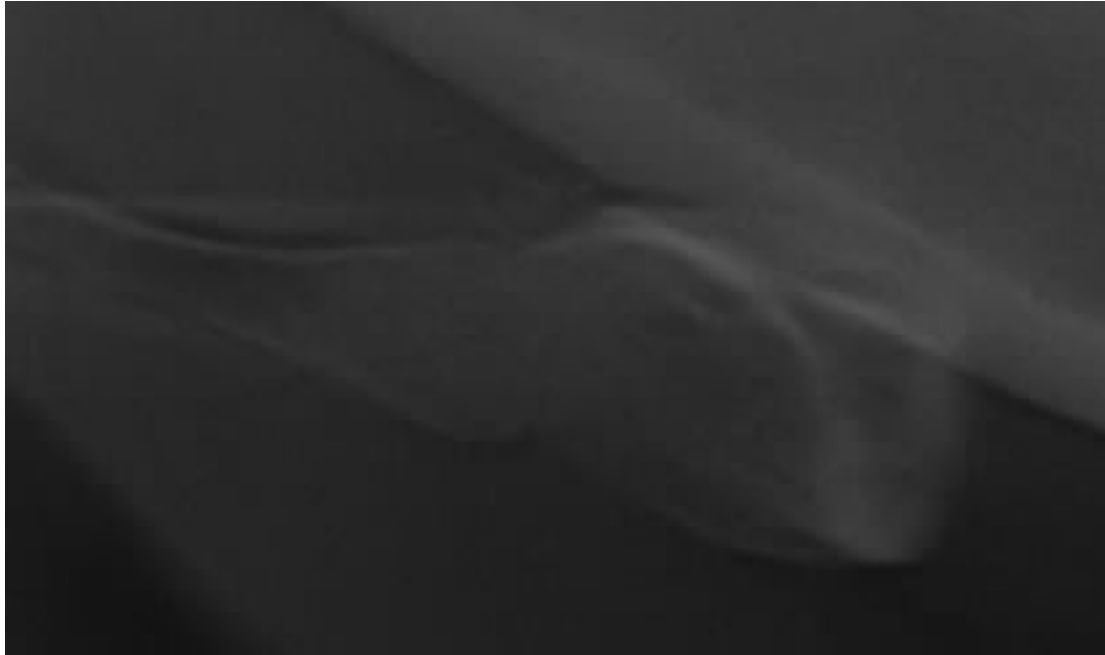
Ortopantomografía dental. Fusión del asta mayor del hioides completa.
